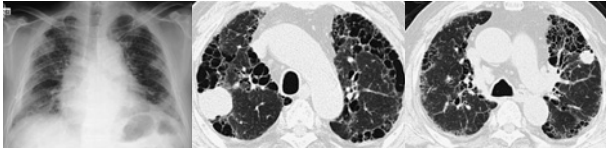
The chest X-ray and CT findings.
